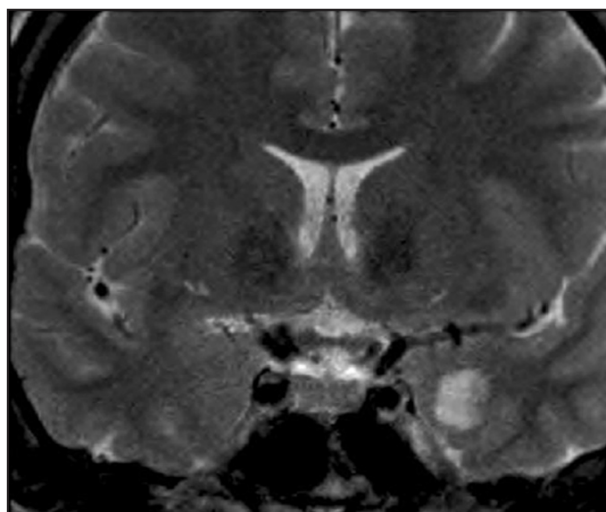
RMN cérébrale obtenue chez la jeune patiente de cette vignette. Coupe coronale en séquence FLAIR. Présence d'une lésion nodulaire au niveau de l'uncus temporal G qui ne se rehausse pas après injection de gadolinium.
